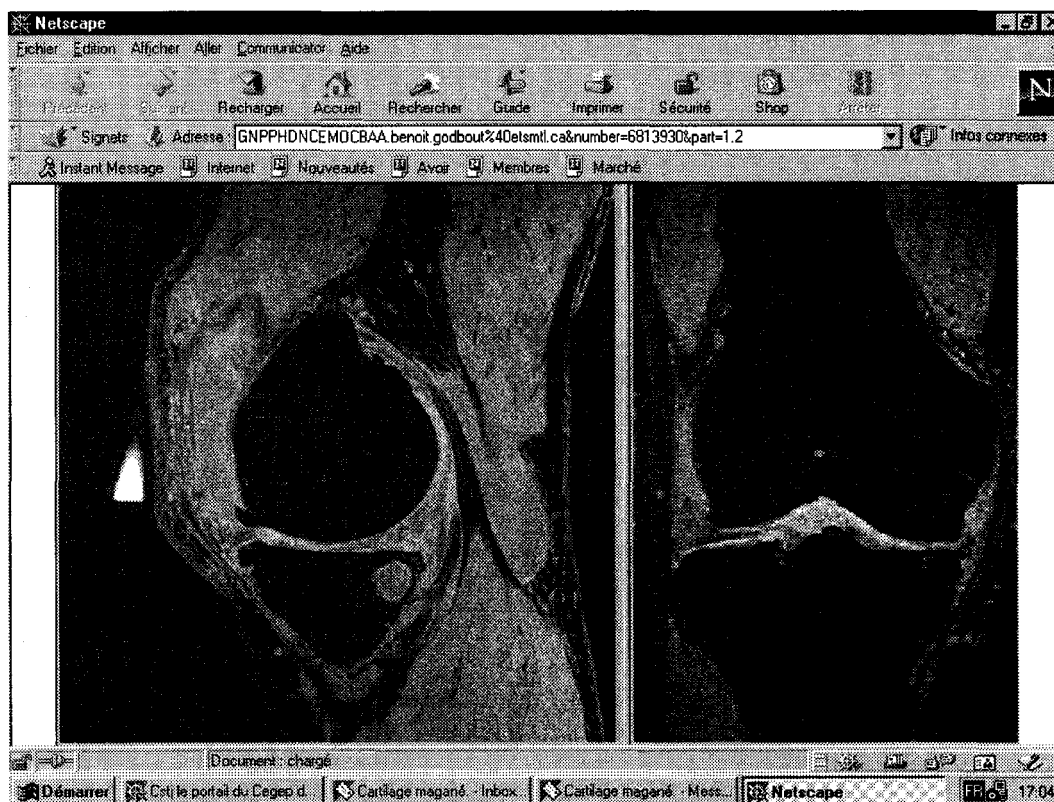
Images IRM d'un cartilage arthrosé.
